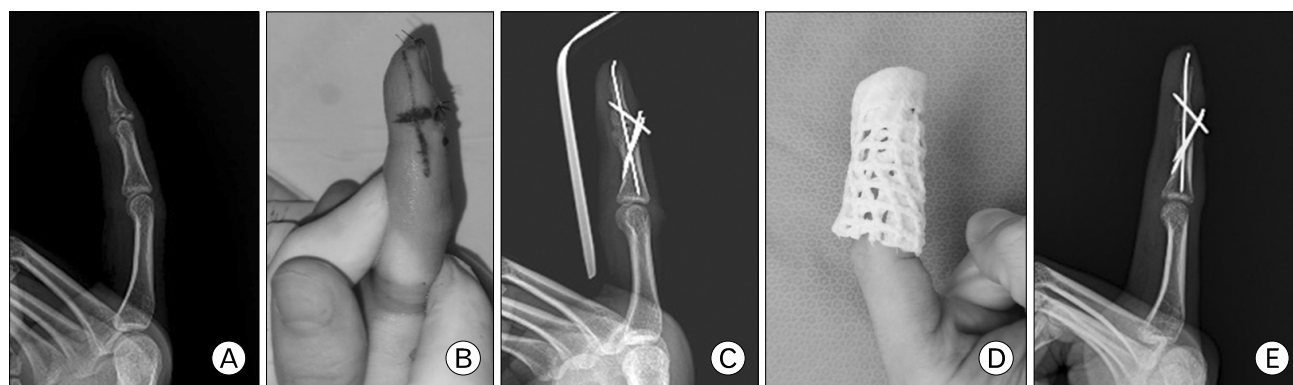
(A) Initial lateral radiograph. (B) Intraoperative clinical image. (C) Postoperative lateral radiograph. (D) Open-cast application at the first outpatient department follow-up after 1 week. (E) Postoperative 6-week lateral radiograph shows radiologic union.
